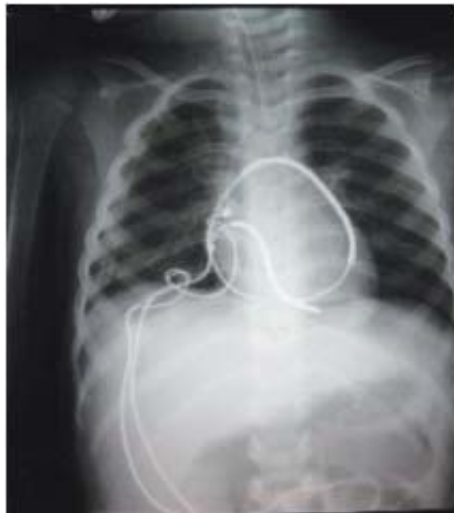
Radiografia torácica em posição pósterio-anterior, demonstrando a posição dos eletrodos do CDI implantados pela via transtorácica transatrial.
